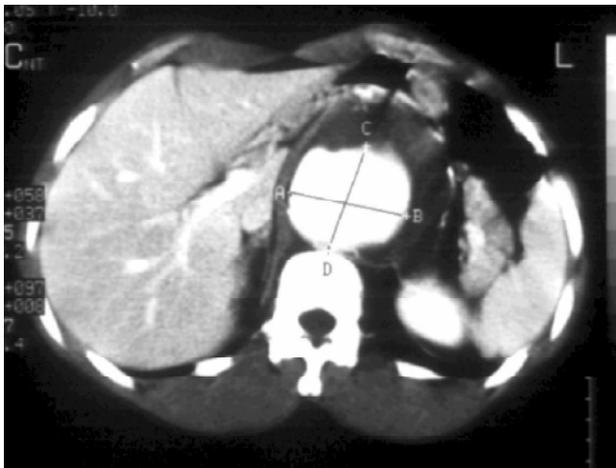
Tomografia computadorizada mostrando aneurisma de aorta toracoabdominal com imagem de rotura.
